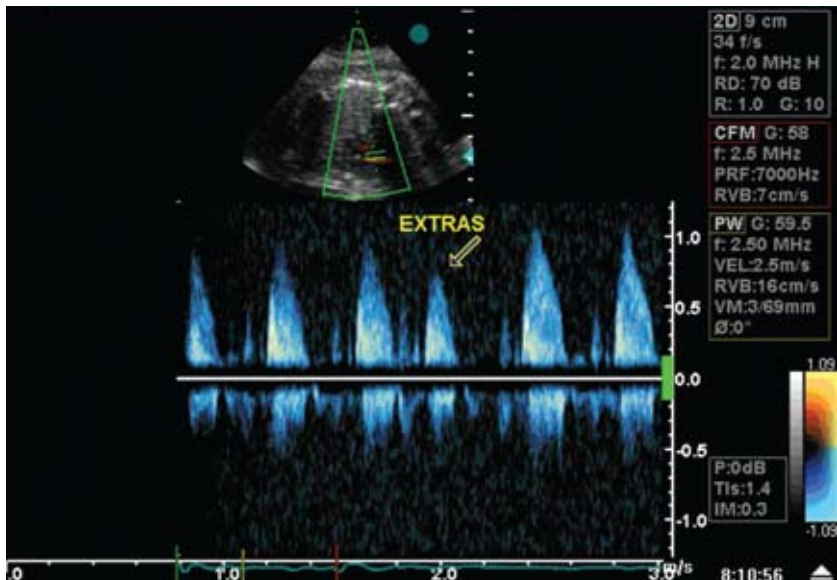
Doppler pulsado fetal a nivel de la válvula aórtica. Extrasístole.
